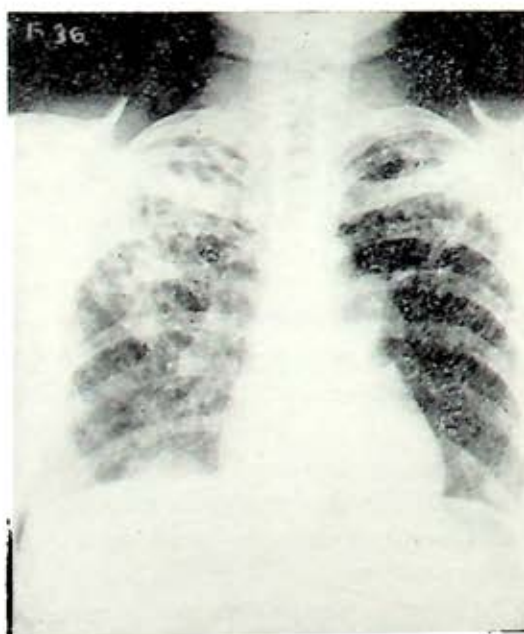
Caso III. Radiografía de tórax; seis meses después las lesiones son semejantes.
